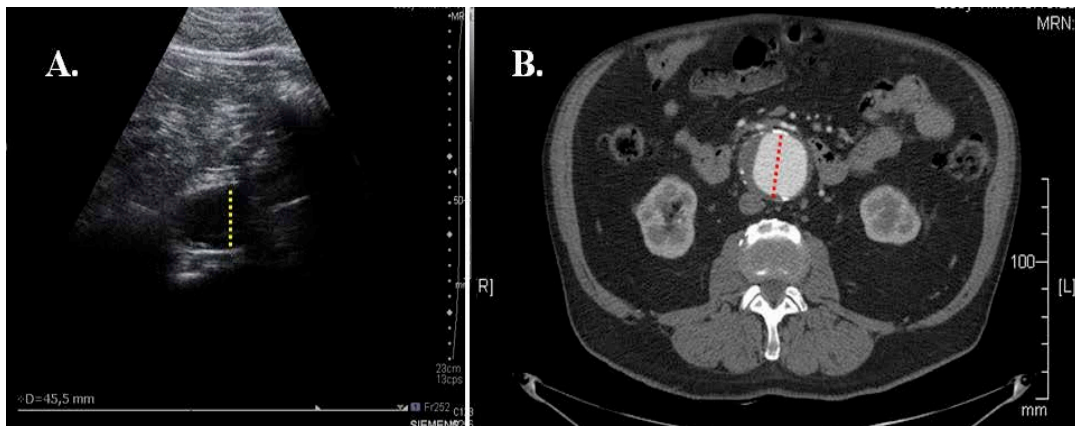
Transverse diameter of AAA. Abdominal echography (A). Computed-tomography angiography (B).
